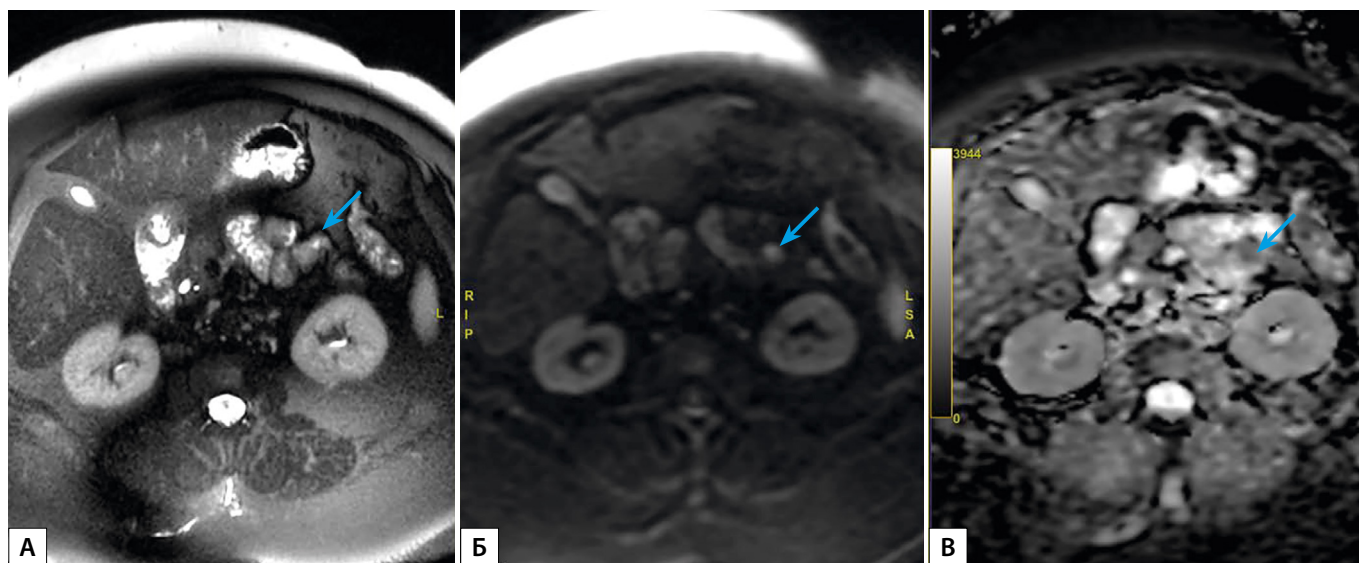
МРТ органов брюшной полости без к/у, аксиальная проекция (А — T2-взвешенное изображение с подавлением жира, Б — DWI, В — ADC). В хвосте поджелудочной железы визуализируется образование с признаками ограничения диффузии (синяя стрелка).
